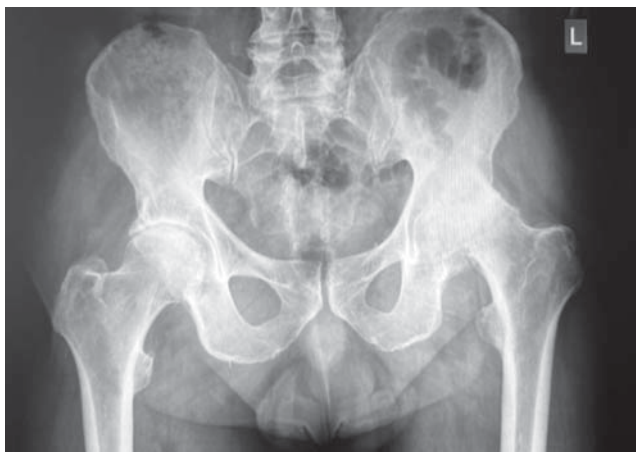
Рентгенограмма тазобедренных суставов.
